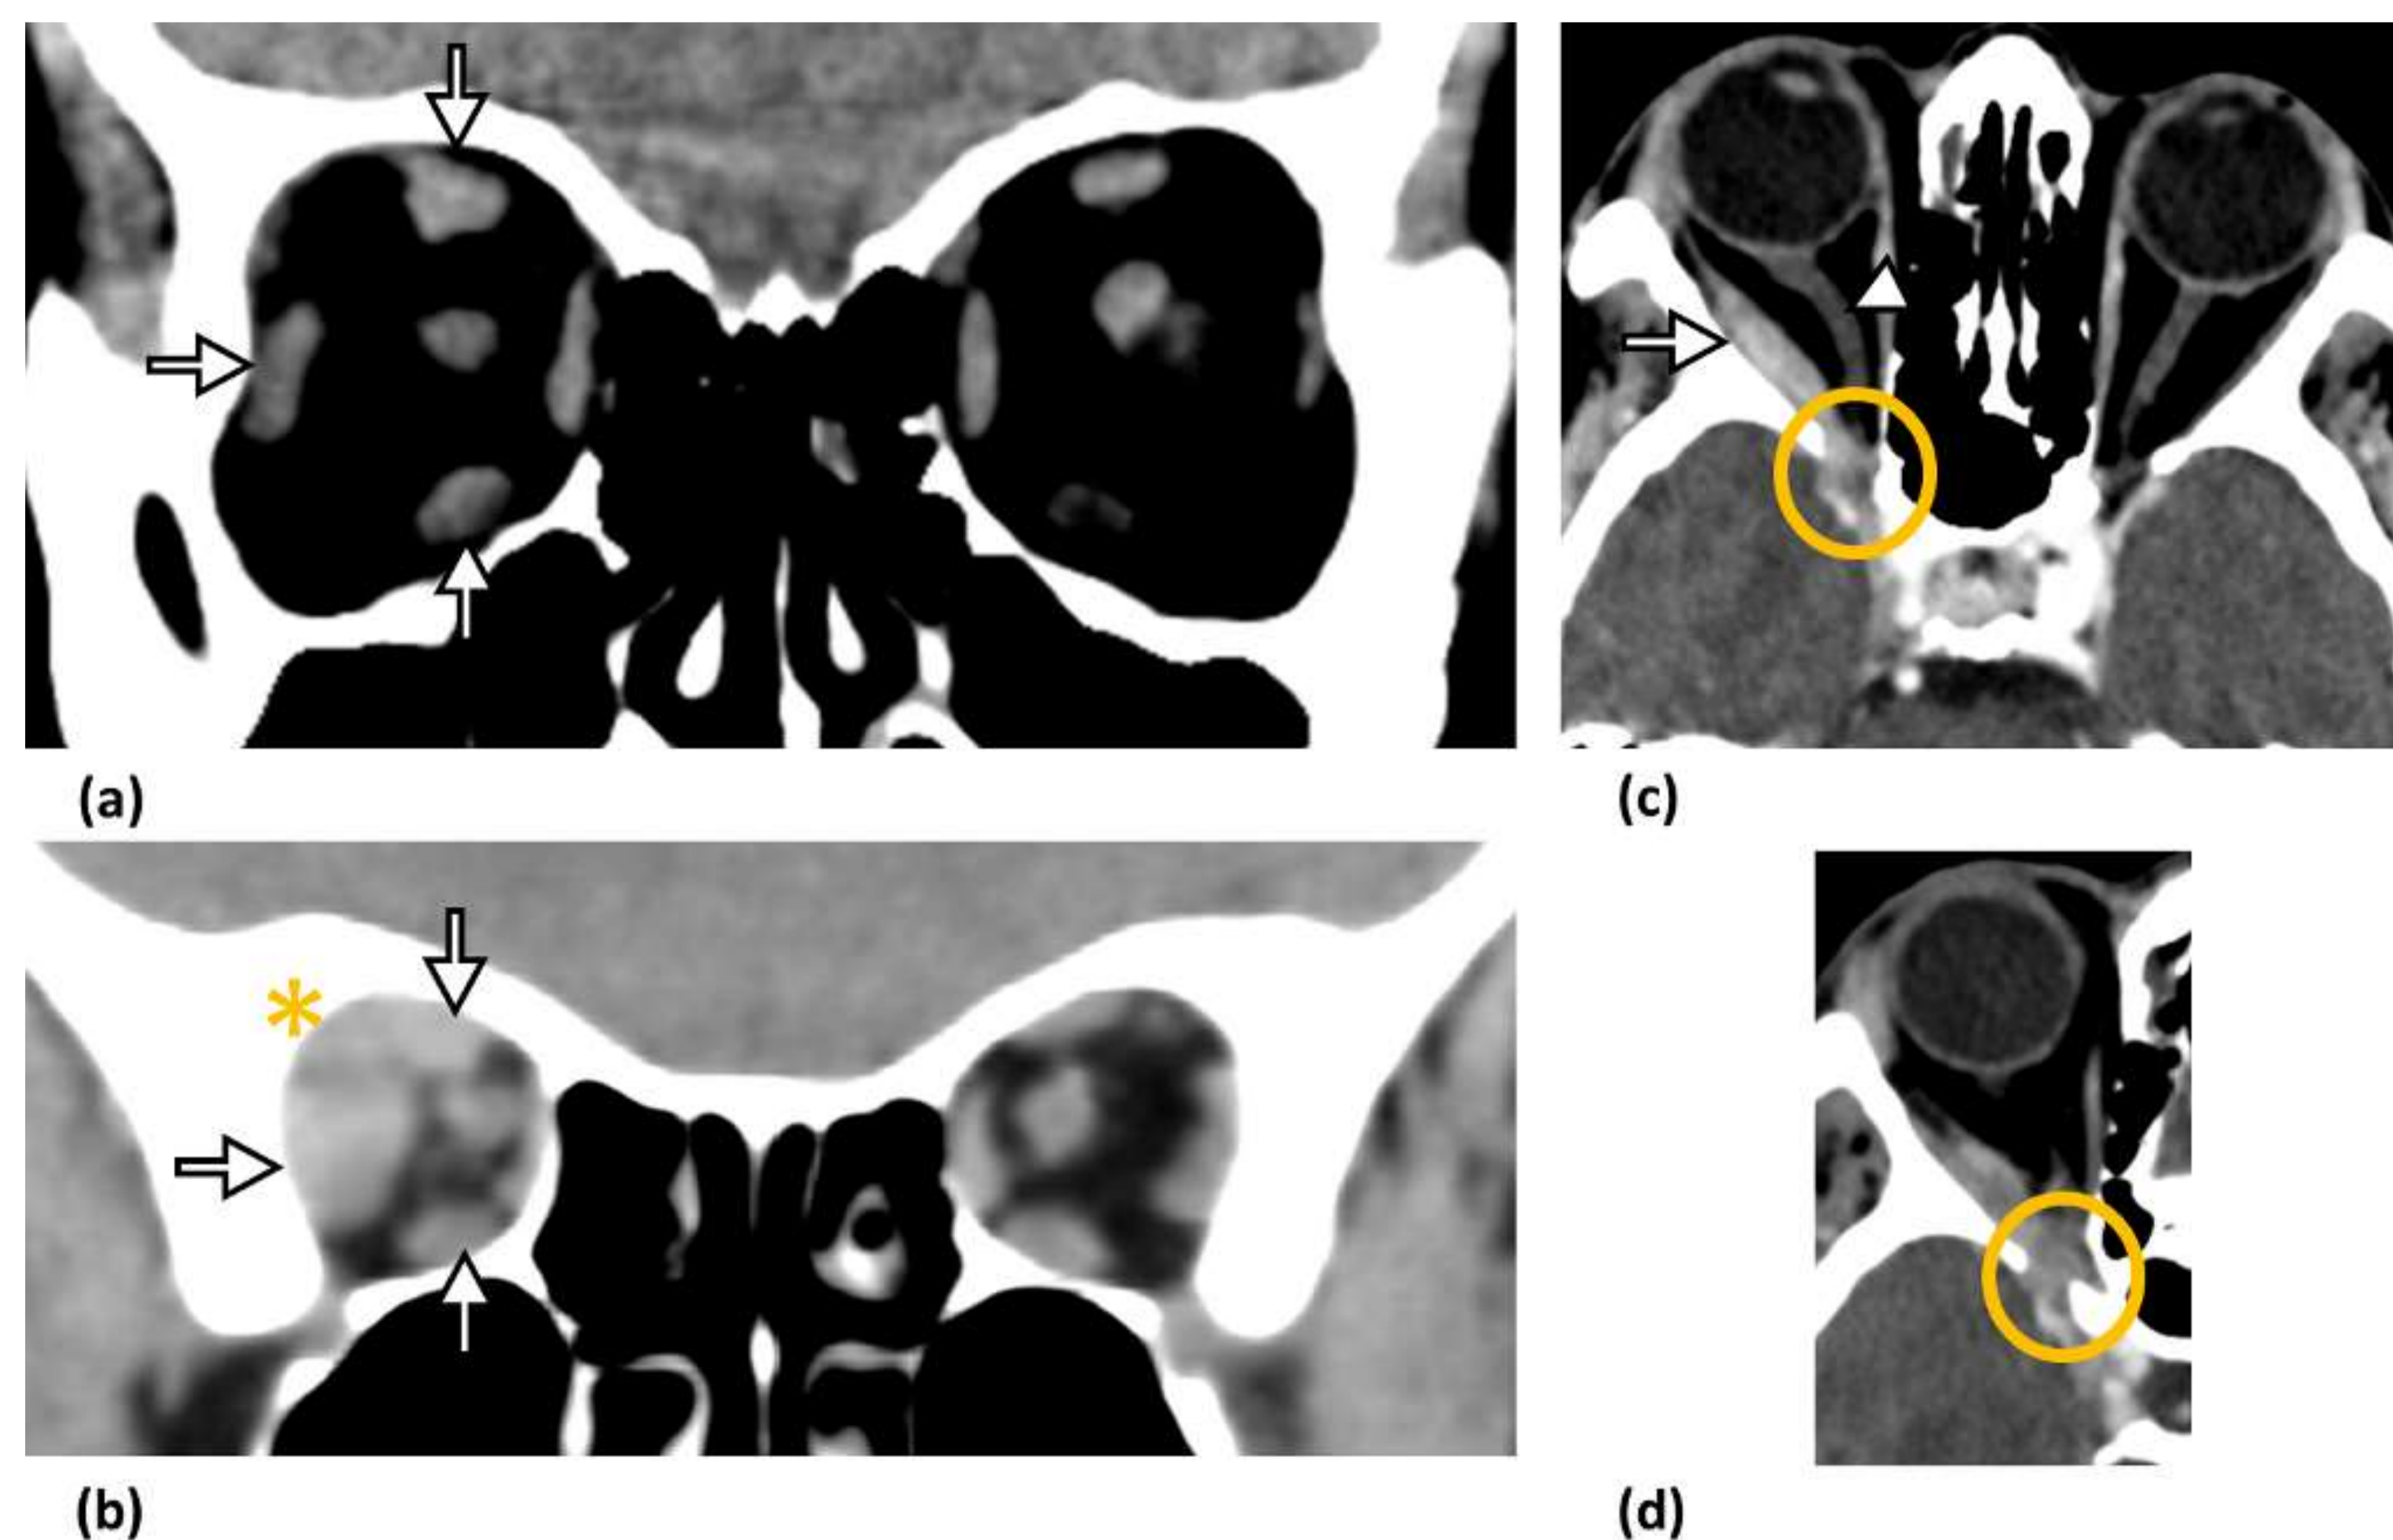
Síndrome inflamatorio orbitario idiopático. (a, b) Imágenes coronales de TC con contraste, obtenidas en una mujer de 43 años, muestran un engrosamiento de los músculos RS, RI y RL bilaterales (flechas en a) que afectan la inserción tendinosa (flechas en b) con trabeculación de grasa adyacente (*). (c, d) Imágenes axiales de TC con contraste del mismo paciente representan el engrosamiento de los músculos extraoculares (flecha) y la elongación hacia medial del nervio óptico derecho (punta de flecha). Los hallazgos se extienden posteriormente, afectando a la fisura orbitaria superior y al canal óptico (círculos en c y d). No se puede excluir la extensión al seno cavernoso.
